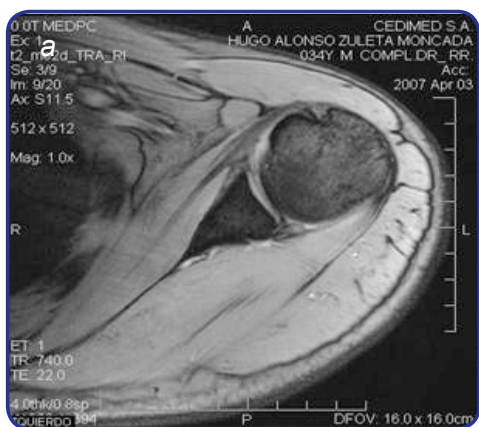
RM del segundo caso a las 4 semanas. a) Proyección axial en rotación interna: se observa una mínima irregularidad del periostio con Bankart blando reducido en posición. b) Proyección axial en rotación externa: se aprecia la reducción anatómica de la lesión. c) Proyección coronal: se observa el labrum descendido 1 mm en sentido inferior.
